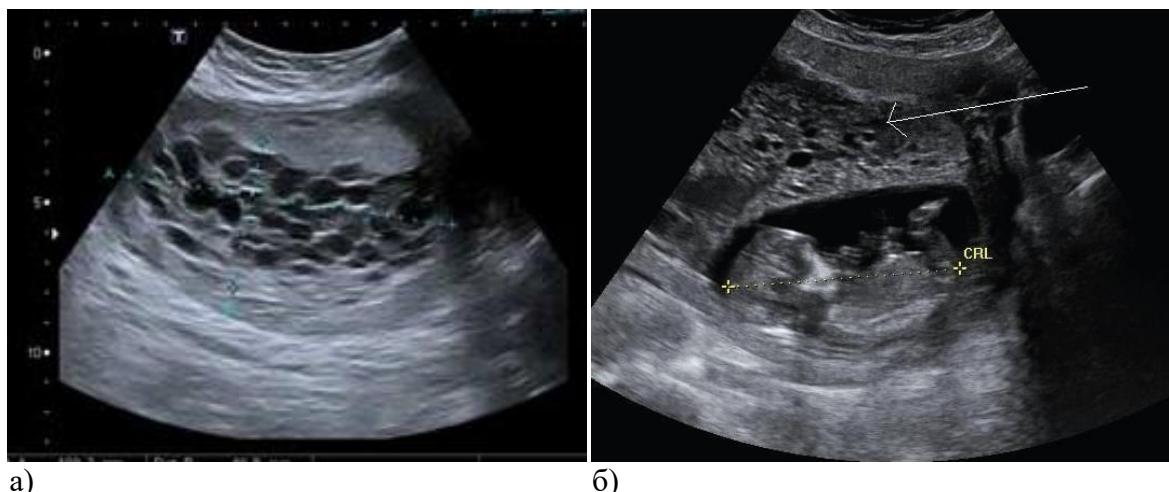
Пузирный занос (сонограммы): а) полный (ячеистая масса в полости матки); б) частичный: между маркерами – погибший плод, стрелкой указан пузирный занос.
